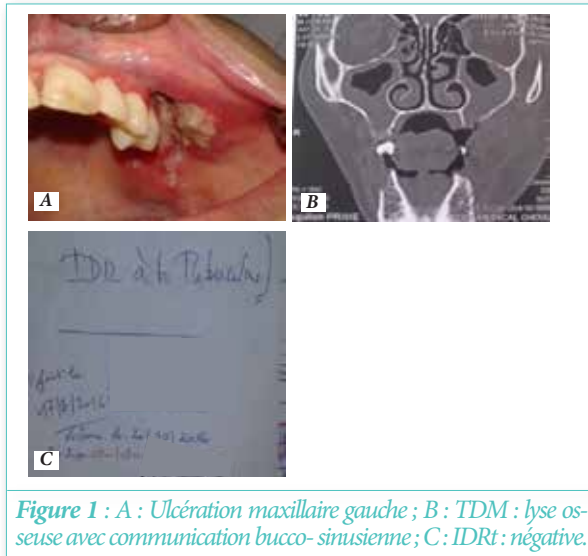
A : Ulcération maxillaire gauche ; B : TDM : lyse osseuse avec communication bucco-sinusienne ; C : IDRt : négative.
